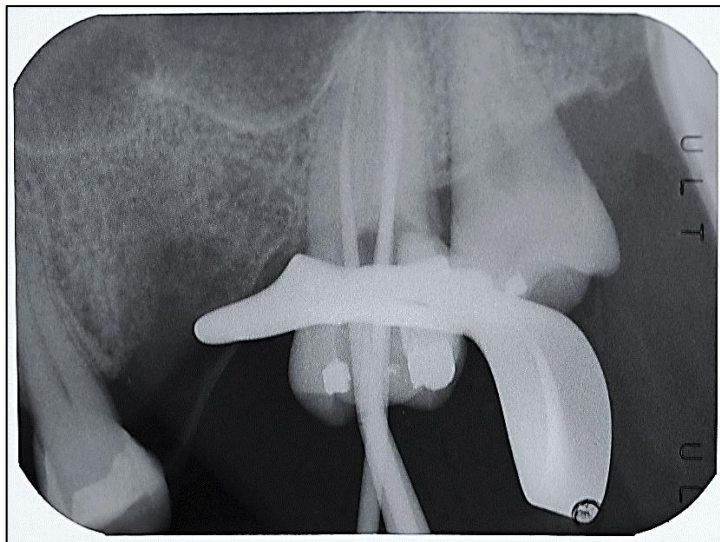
Radiografía de Conductometría diente 2.7
